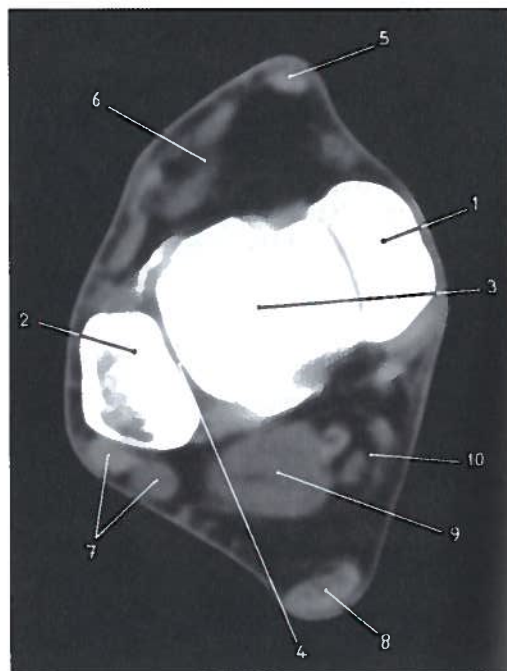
Corte axial do tornozelo direito em TC
